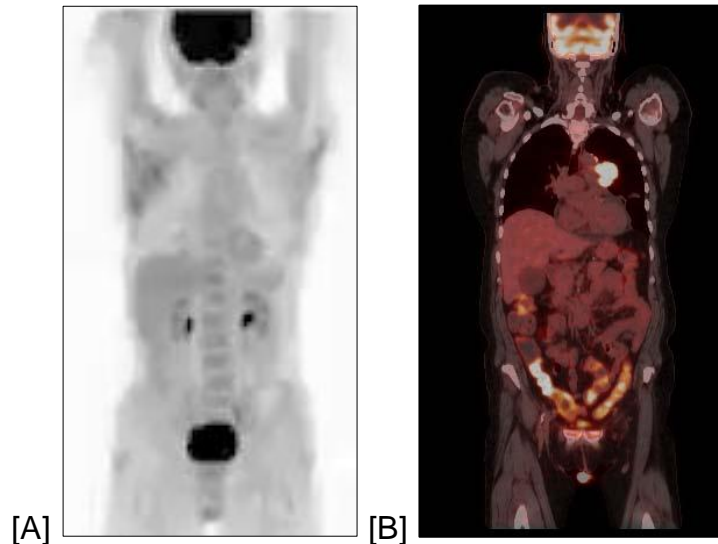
Exemples d'images PET scan.
